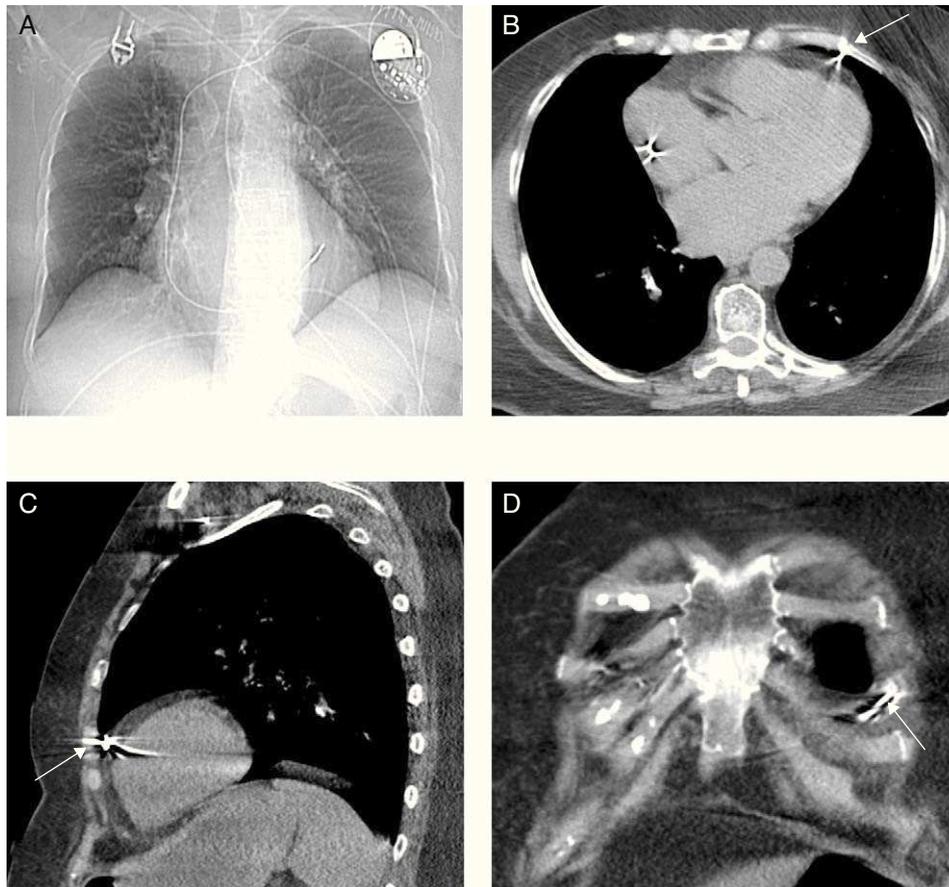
A: radiografía de tórax tras el inicio del cuadro de dolor y la evidencia de disfunción del marcapasos, con el electrodo en posición similar a la observada tras el implante. B, C y D: tomografía computarizada de tórax en la que no se visualizan signos de derrame pericárdico, derrame pleural ni neumotórax; es evidente la perforación de la pared libre del ventrículo derecho por el electrodo, que atraviesa grasa pericárdica, pericardio y grasa epicárdica, contacta con el parénquima pulmonar (lígula) y queda alojado adyacente al arco costal.
